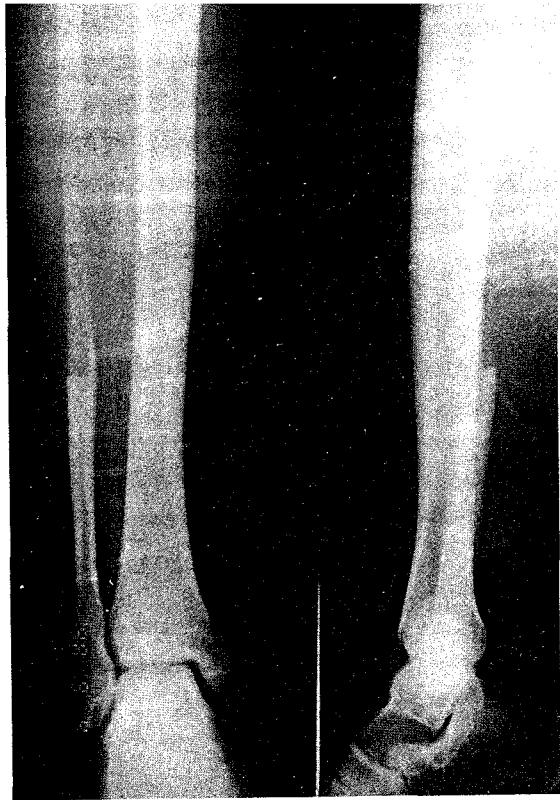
Radiography of donor leg with the half fibular transplantation, remained another half of the fibular diaphysis kept intact which contribute ankle joint stability and preserve muscle attachments on fibula.
